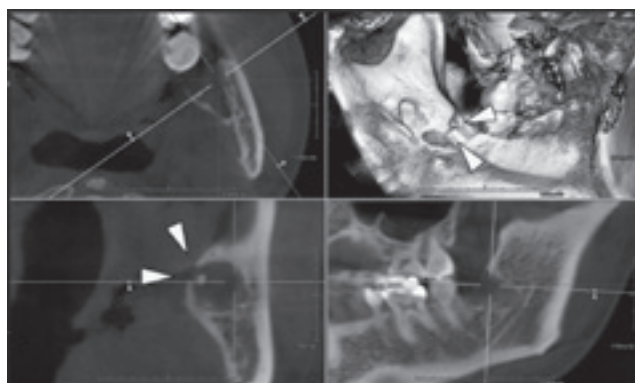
CBCT 智歯歯冠部舌側骨に欠損を認める(矢頭)
